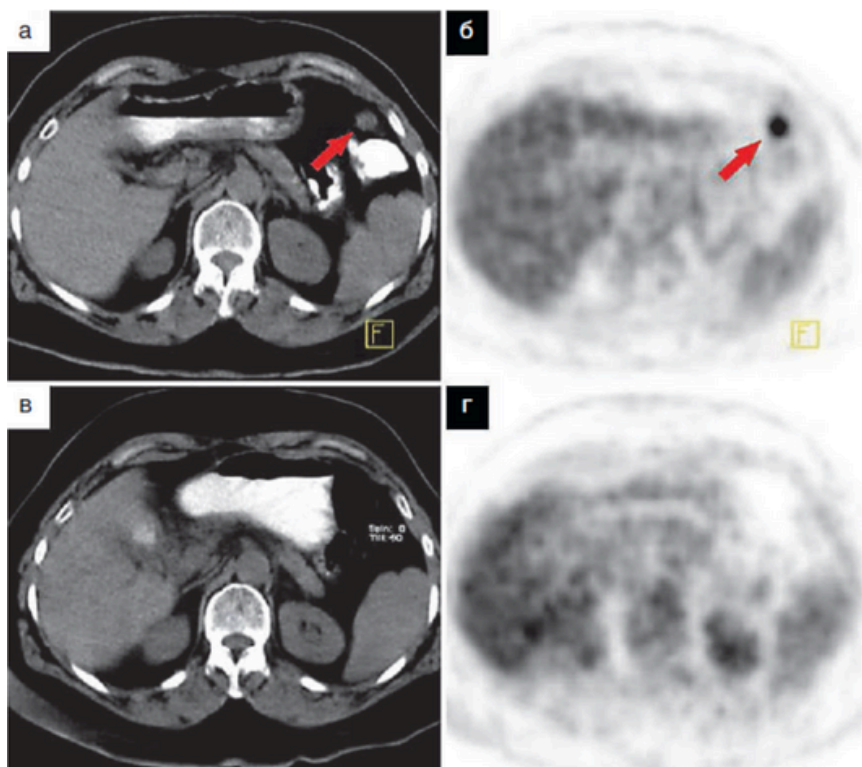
Аксиальные компьютерная и позитронно-эмиссионная томограммы с ^{18}F -фтордезоксиглюкозой до (а, б) и после (в, г) проведения химиотерапии у пациентки с распространенным раком яичников с поражением большого сальника. Красными стрелками указан метаболически активный опухолевый узел в структуре большого сальника с его элиминацией на фоне проведенного лечения
